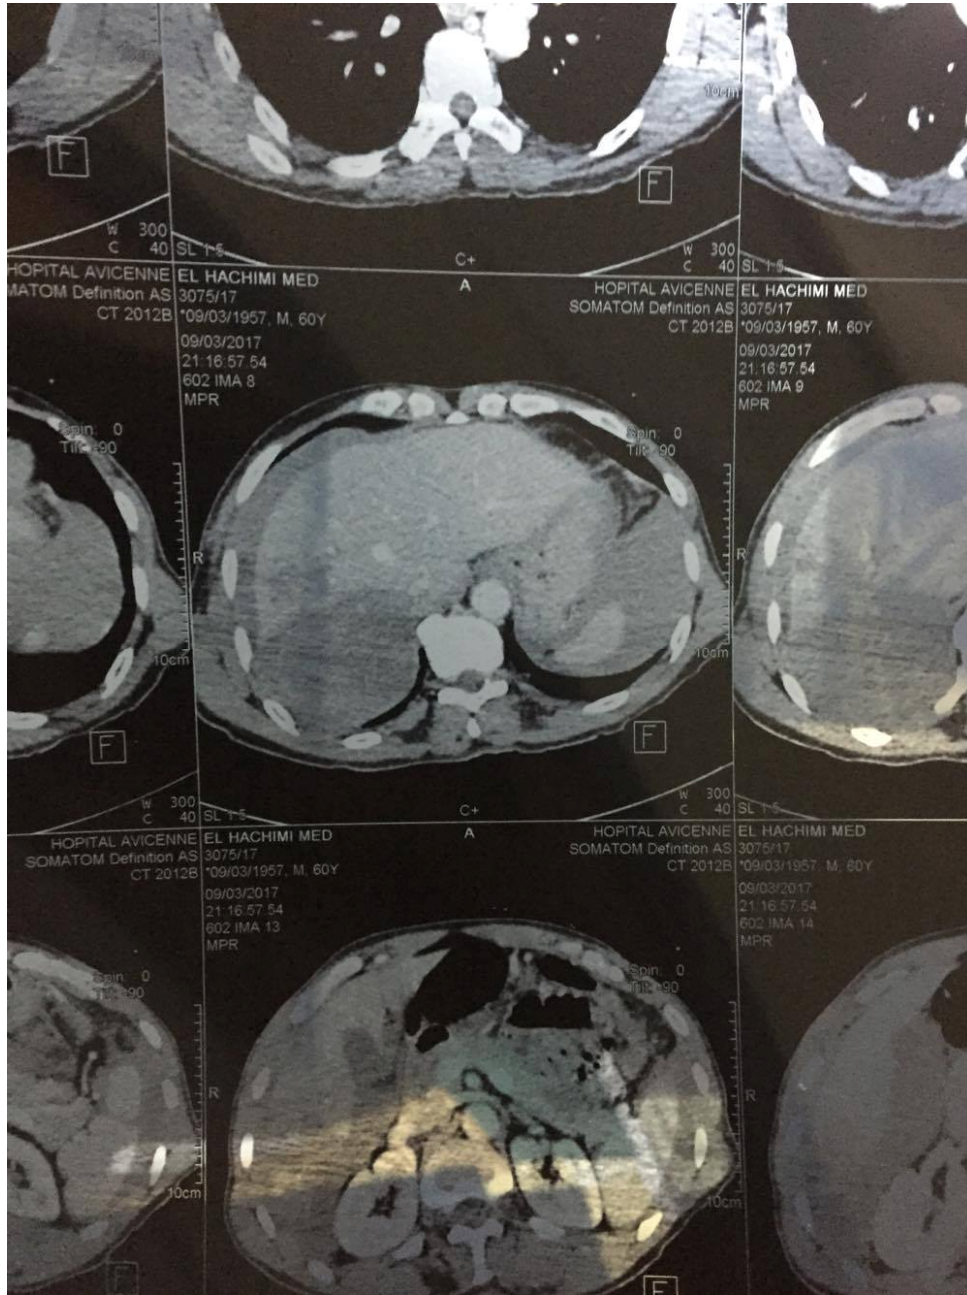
TDM abdominale montrant une lacération hépatique des segments VI et VII, mesurant 9x8mm, classée grade III.
